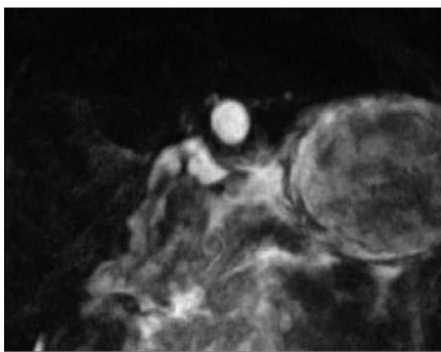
Aspect IRM d'un bilome solitaire [188]
